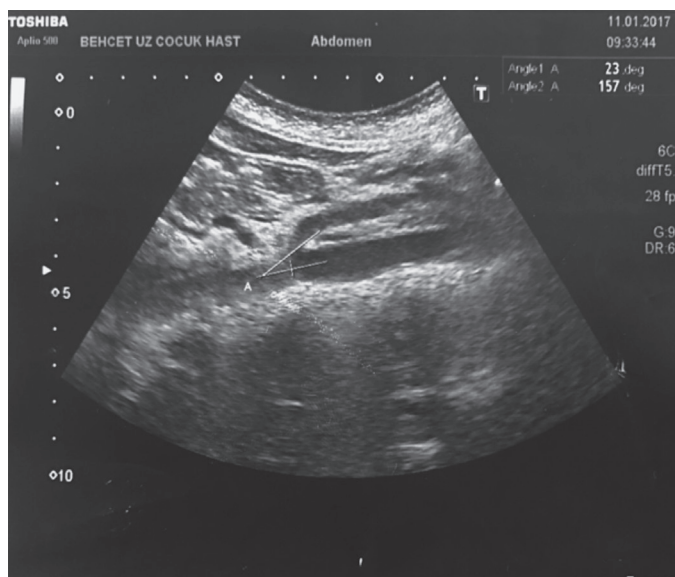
Point-of care ultrasound image of narrowed aortomesenteric angle
